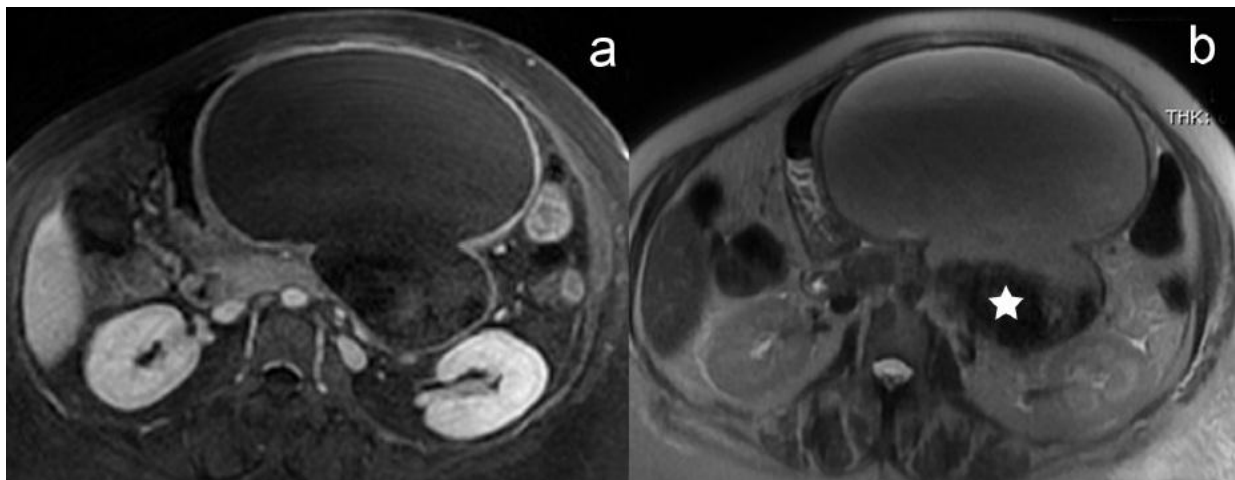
IRM séquence en pondération T1 avec saturation du signal de la graisse après injection de chélates de gadolinium (temps portal) (a), et en pondération T2 (b). Volumineux pseudo kyste contenant des débris tissulaires bien visible en pondération T2 (étoile), laminant l'estomac en avant.(28)
